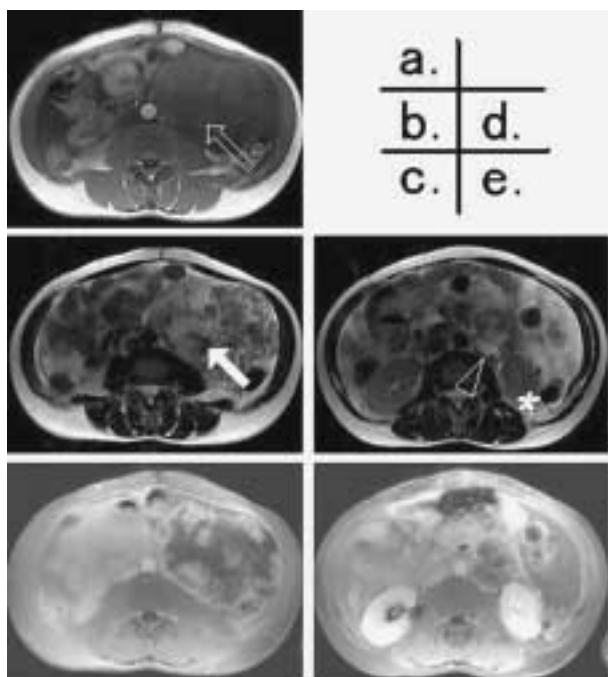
Retroperitoneal leiomyosarcoma: (a) Axial T1 weighted MR image shows low signal intensity and slight high intensity suggest hemorrhage (arrow). (b and d) Axial T2 weighted MR images demonstrate heterogeneous signal intensity. Very low signal intensity area suggest hemorrhage (open arrow). High signal intensity suggest necrotic lesion (open arrow head). (c and e) Axial fat-suppressed post-contrast T1 weighted MR images show heterogeneous enhancement with central non-enhancing area. Asterisk: Left kidney
